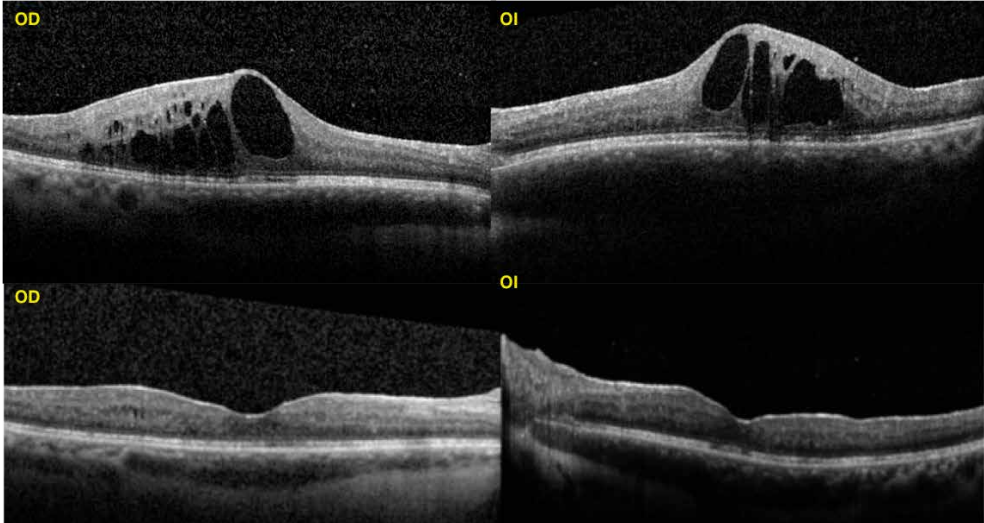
Tomografía de Coherencia Óptica macular que muestra la resolución del edema macular quístico tras inyecciones intravítreas de ranibizumab.
